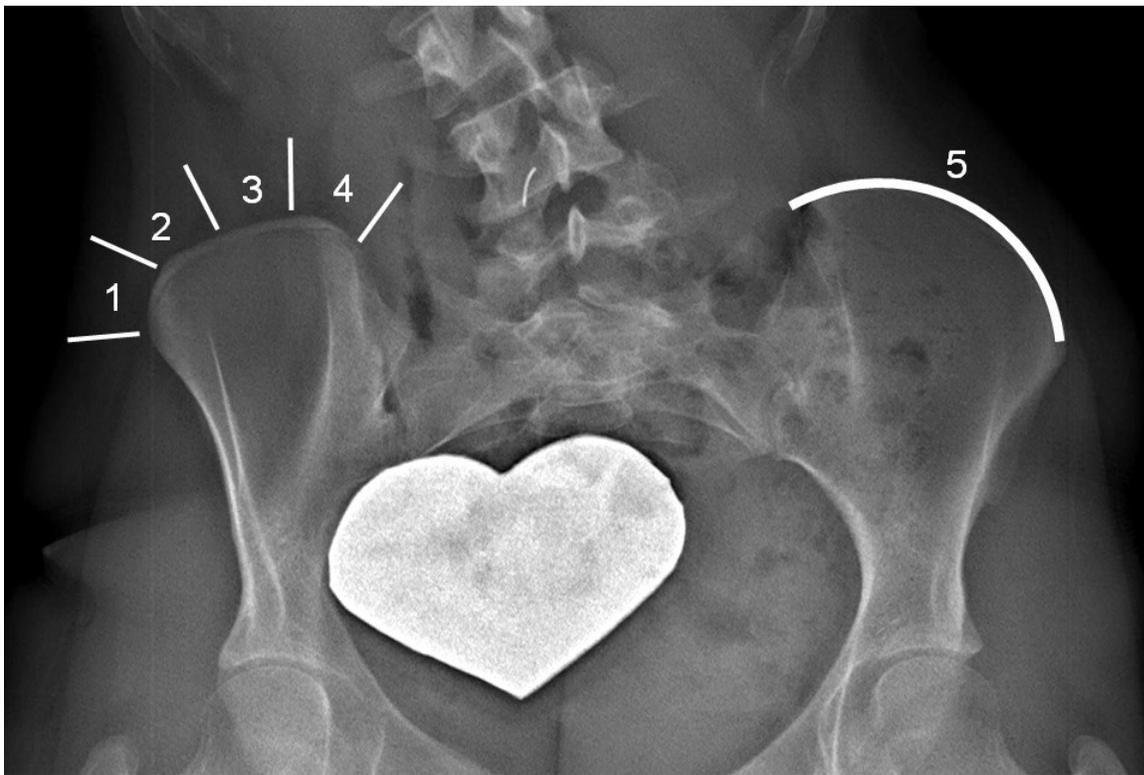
Indice de Risser : degré d'apparition et d'accolement du cartilage sur la crête iliaque. Il s'agit ici d'un Risser 4. (Radiographie dénominalisée fournie par l'Unité de recherche clinique en orthopédie du CHU Sainte-Justine, Montréal).
